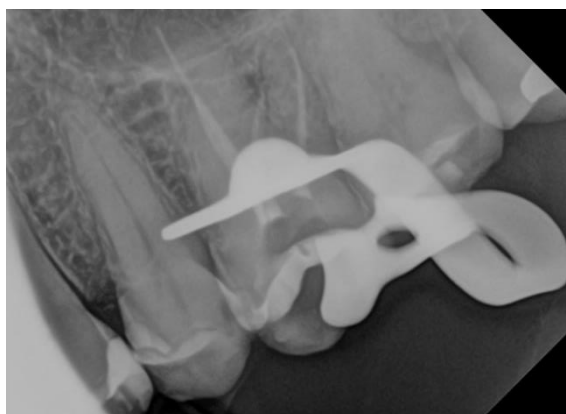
Radiografia de Qualidade
